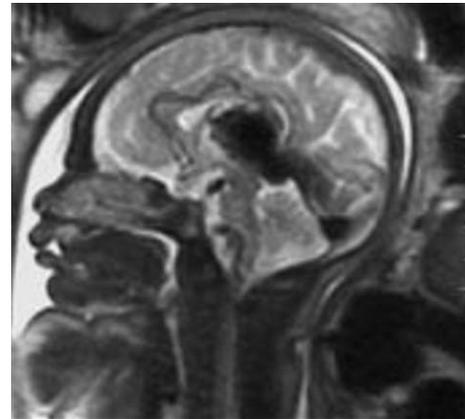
IRM fœtale au terme de 32 SA, séquence sagittale T2 : sac anévrysmal, afférences artérielles péricalleuses et veine de drainage en arrière.
